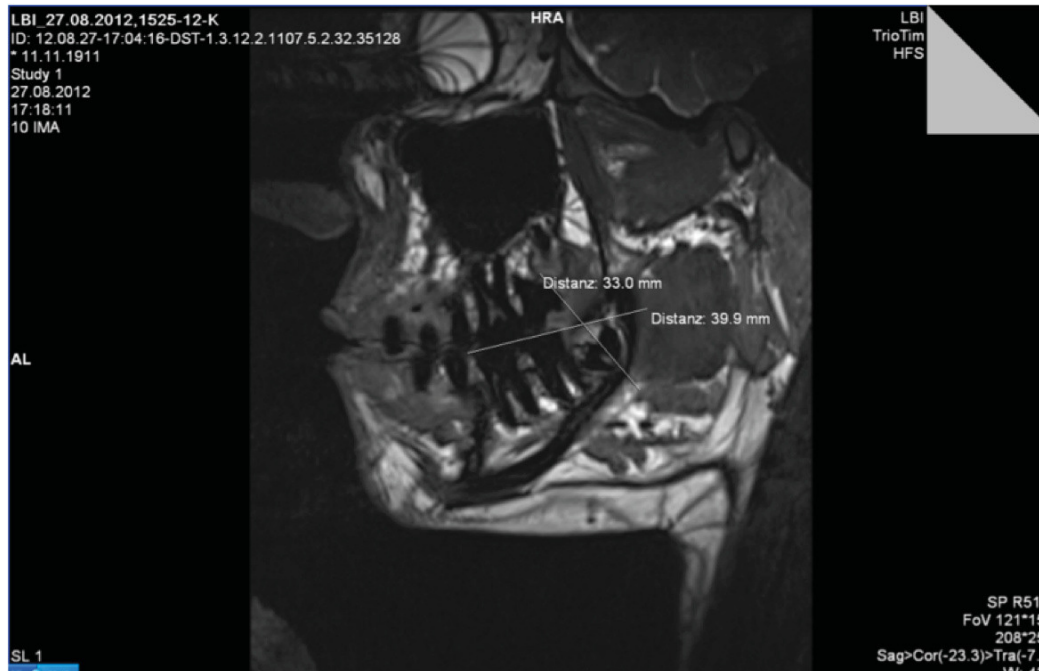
Screenshot der Winkelmessung (Längsachse des Weisheitszahnes zur Okklusionsebene) im Rahmen der Untersuchung (MRT)
